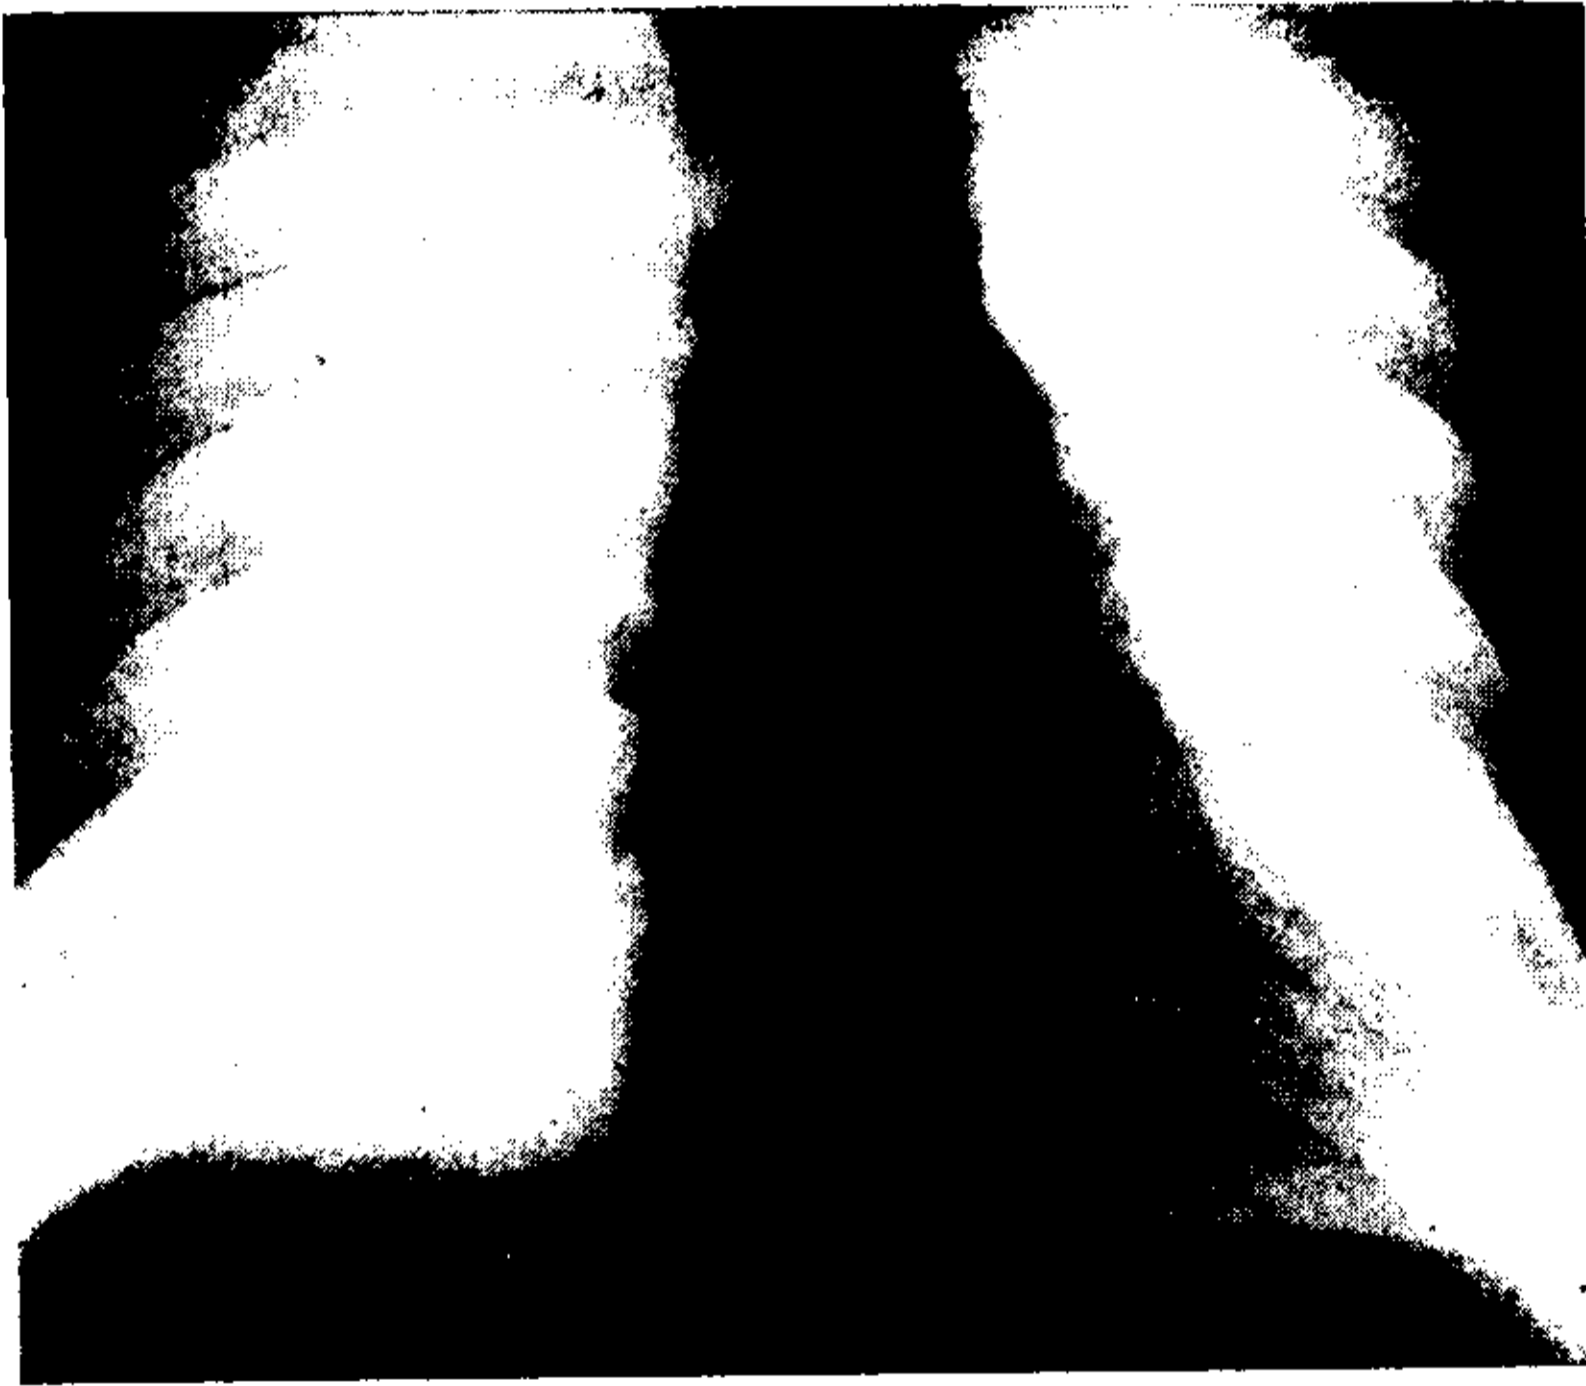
Radiografía penetrante. Aorta descendente normal.
